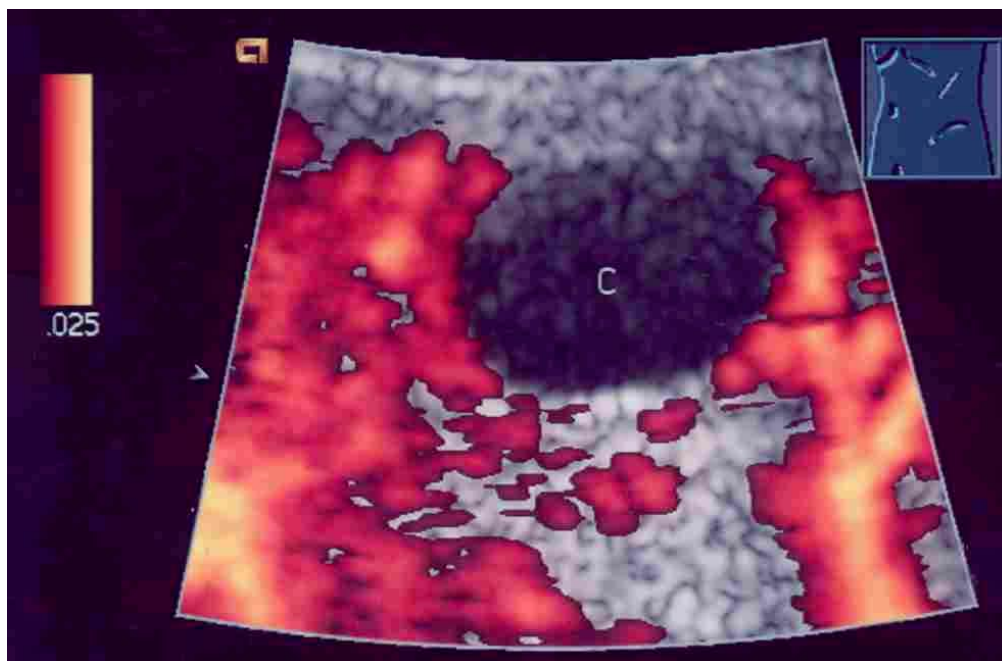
Power-Doppler: Kein Flußsignal im Bereich der Läsion
